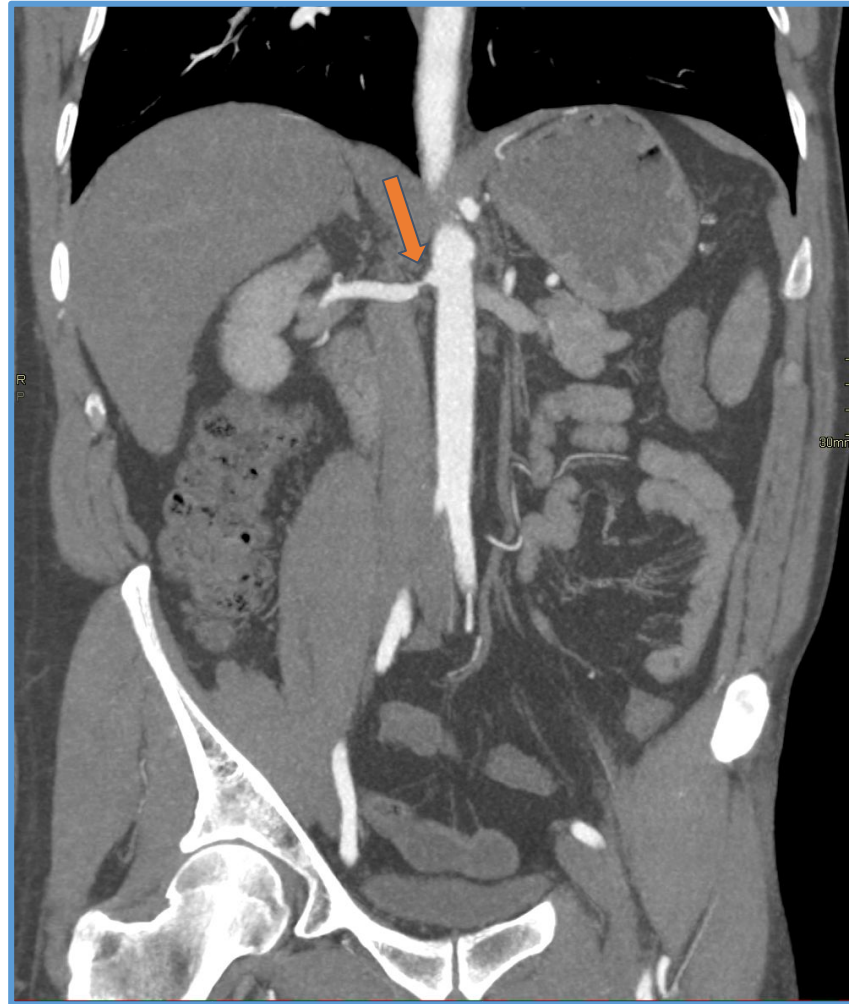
Mismo paciente. Angio TC de abdomen. Reconstrucción coronal. Se observa estenosis crítica en el origen de la arteria renal derecha (flecha).
